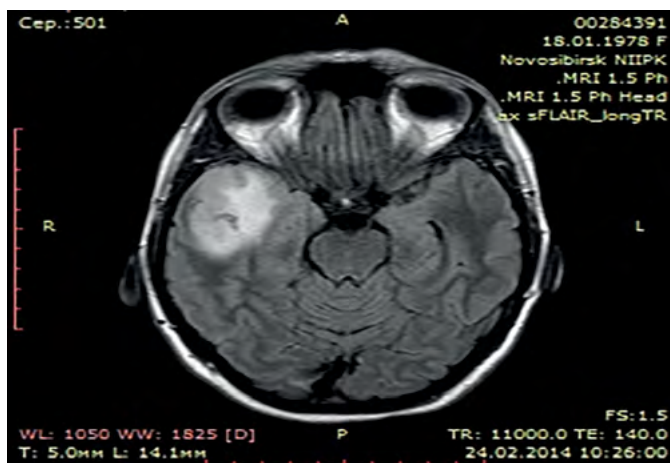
МРТ головного мозга пациентки С., 45 лет.
